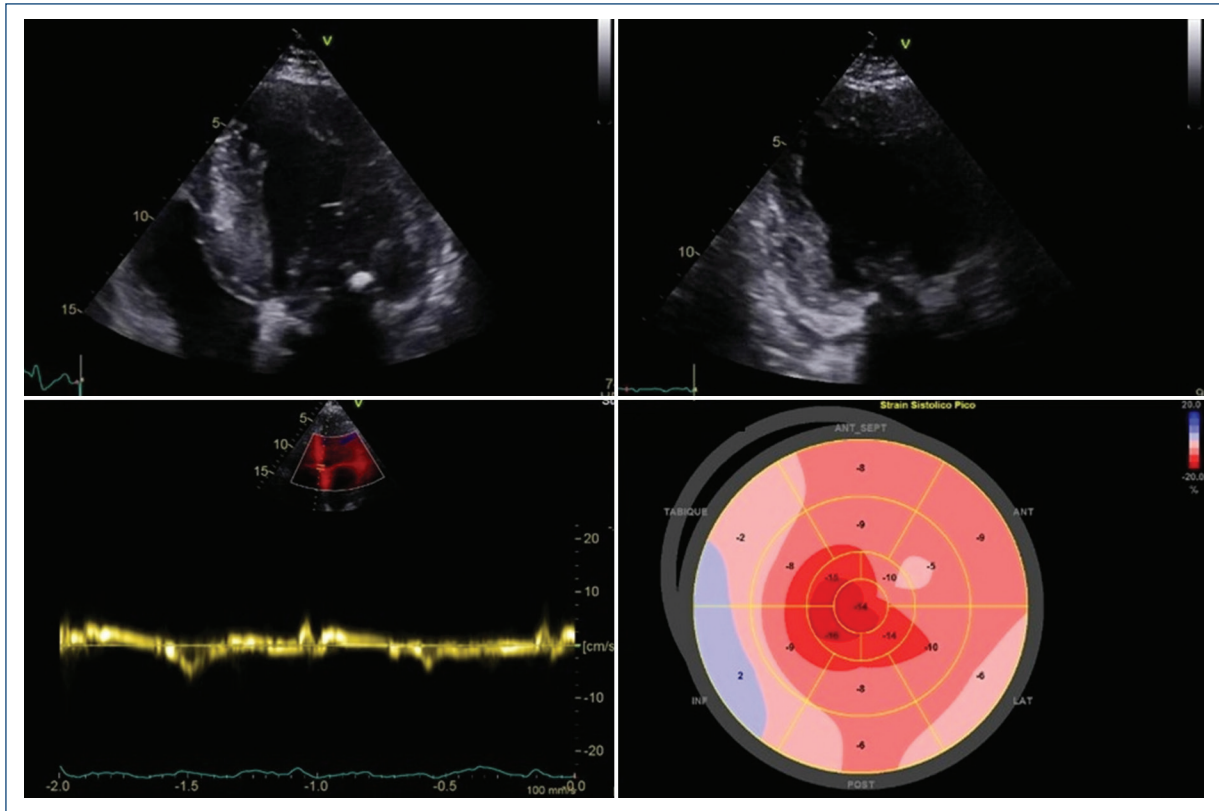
Ecocardiograma transtorácico. Imágenes bidimensionales (arriba); imagen con Doppler tisular (abajo a la izquierda) y con *strain* longitudinal (abajo a la derecha).
